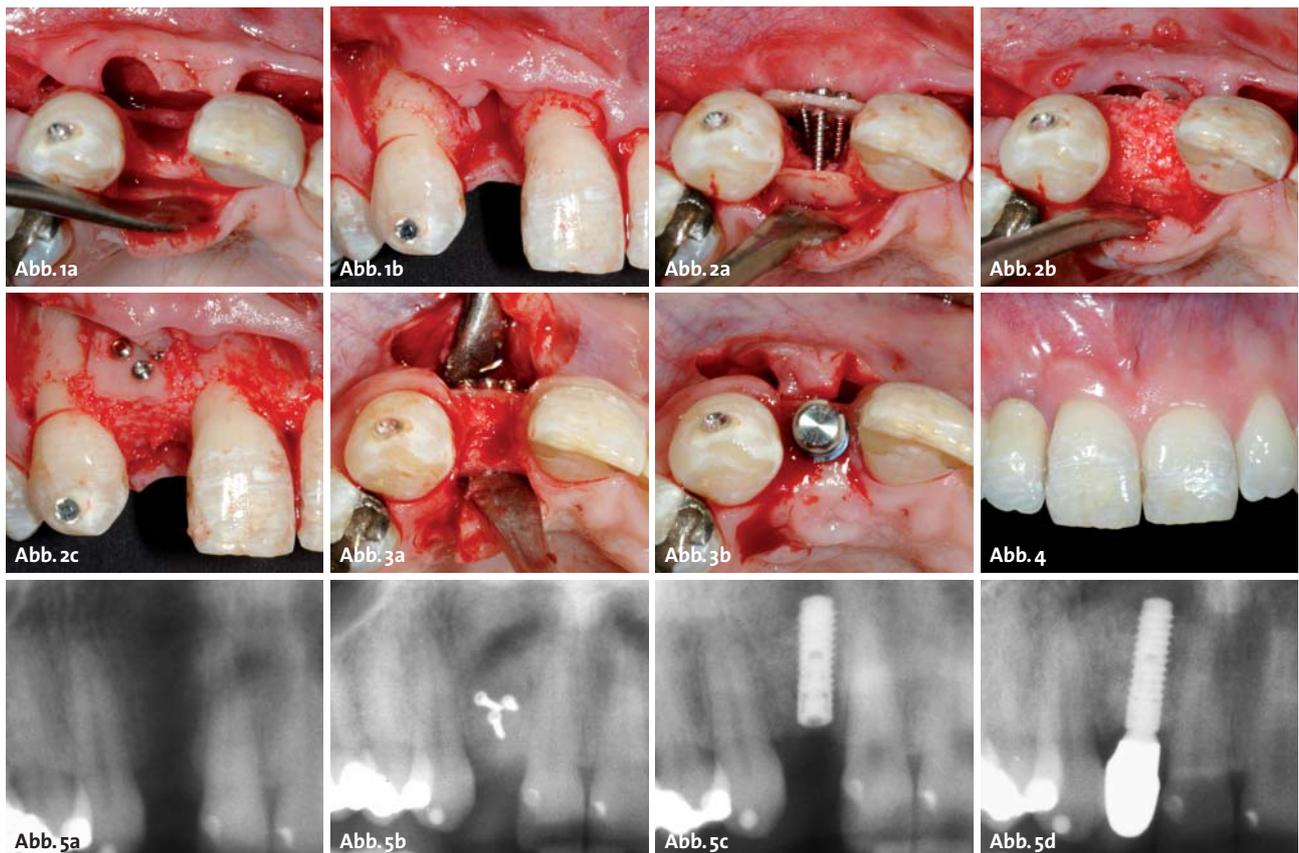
Ausgangssituation nach endodontischem Verlust des Zahnes 12. Deutlicher horizontaler und vertikaler Knochendefekt bei gutem Attachmentniveau der Nachbarzähne. – Abb. 2a–c: 3-D-Augmentation zur knöchernen Wiederherstellung des Defektes. Zunächst wurde die bukkale Platte mit zwei Mikroschrauben befestigt. Anschließend erfolgte die Fixierung der palatinalen Platte mit einer dritten Schraube, die in der bukkalen Platte gekontert ist. Der so präfabrizierte Hohlraum wird mit autologen Knochenspänen gefüllt. – Abb. 3a und b: Klinische Situation vier Monate nach der Augmentation: absolut reizfreie Einheilung des Knochentransplantats ohne jegliche Resorption im Bereich der Osteosyntheseschrauben. Insertion eines Straumann® Bone Level Implantates. – Abb. 4: Klinische Situation nach prothetischer Versorgung. Trotz großen Ausgangsknochendefekts kein Verlust in der vertikalen gingivalen Position im Vergleich zur Position 22. – Abb. 5a–d: Ausschnitt aus den Orthopantomogrammen präoperativ, nach Augmentation, Implantation und prothetischer Versorgung. Aufgrund des geringen Durchmessers der Mikroschrauben konnte auch im Bereich des Zahnes 12 eine Fixierung von zwei Knochenblöcken erfolgen und das knöchernen Lager erfolgreich regeneriert werden.
